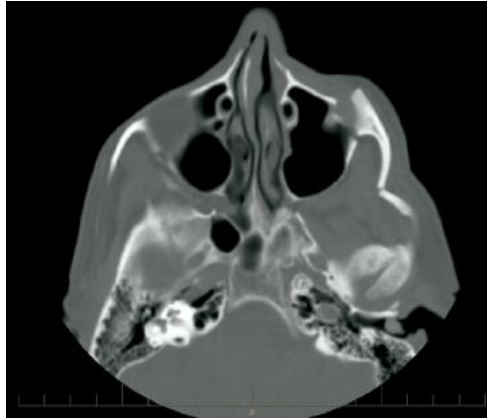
Tomografia computadorizada: deslocamento medial de arco zigomático (CZERWINSKI et al., 2008).
